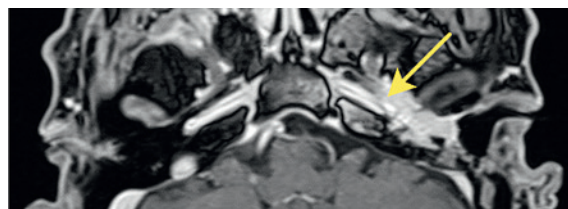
(В). МРТ левого внутреннего слухового прохода, T1-ВИ с контрастным усилением, в аксиальной плоскости
